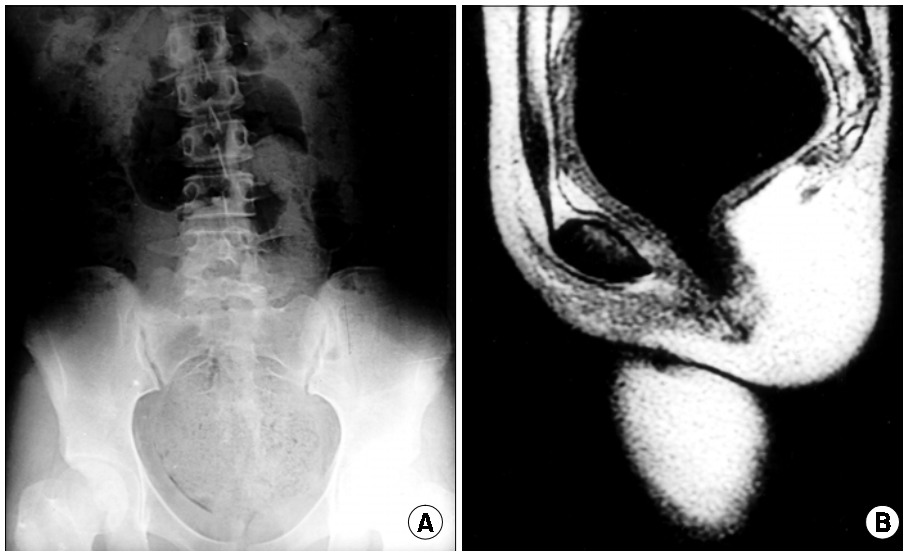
(A) Case 4-Flat abdomen film reveals dilated rectum full up with stool, (B) Case 4-MRI of the same patients reveals dilated rectosigmoid colon.
